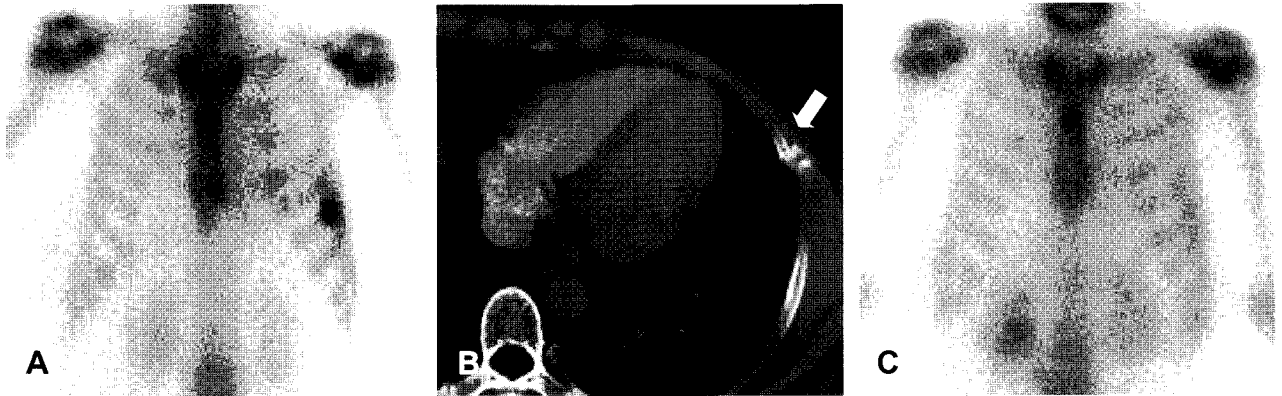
A 54 years old woman with left breast cancer underwent radiation therapy to the left chest wall after modified radical mastectomy. One year after radiation therapy, bone scan (A) reveals a focal intense uptake in anterior arc of the left 6th rib. At the same period, chest CT (B) shows a fracture line in the corresponding region (arrow). After one year, follow-up bone scan (C) shows complete resolution of previous uptake in the left 6th rib.
